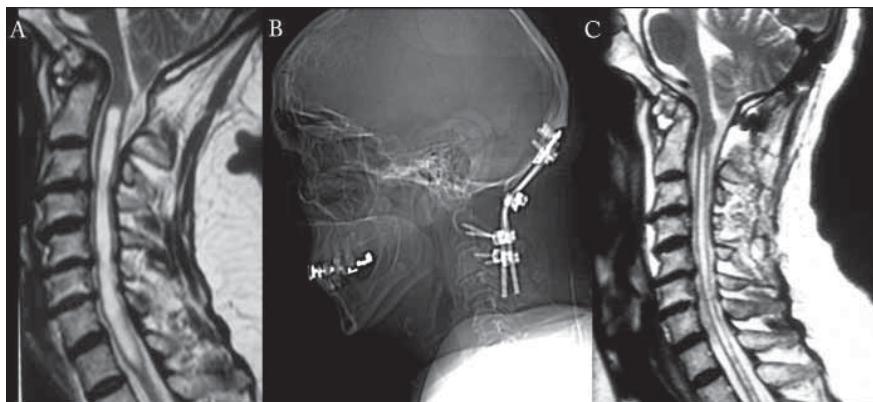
Caso de impresión basilar con siringomielia. (A) Imagen de resonancia magnética de la región cráneo-cervical obtenida en el momento del diagnóstico. La paciente fue sometida a tracción craneal, con una carga de hasta 7 kg durante cuatro días, con lo que se consiguió una reducción parcial de la impresión basilar. (B y C) Imágenes obtenidas a las 72 horas de postoperatorio de la instrumetación cráneo-cervical. Se observa un importante disminución de la cavidad siringomiélica.
